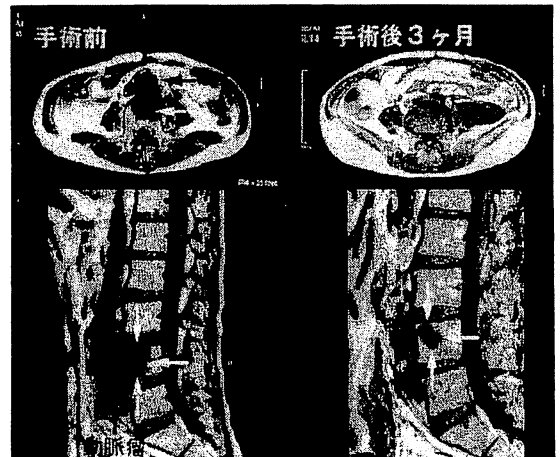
術前(左)および術後(右)MRI 腹部大動脈周囲の境界不明瞭な組織の消退に伴い、椎体の炎症像の縮小が認められた。
